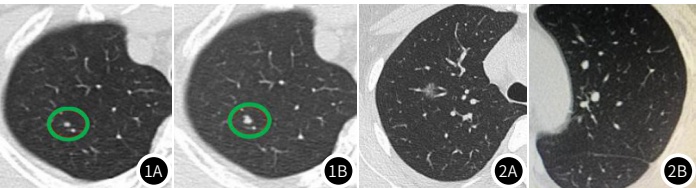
图1B LDCT与常规剂量CT图像质量; 图1A为LDCT, 图1B为常规剂量。
